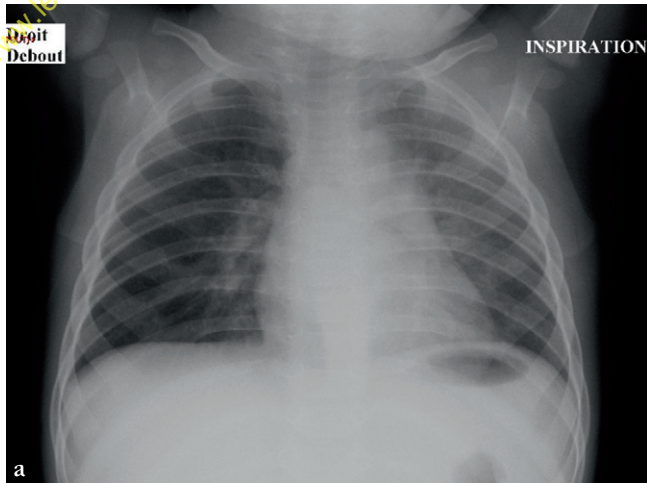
Radiographie de thorax de face en inspiration (a) et en expiration (b) pour syndrome de pénétration.
